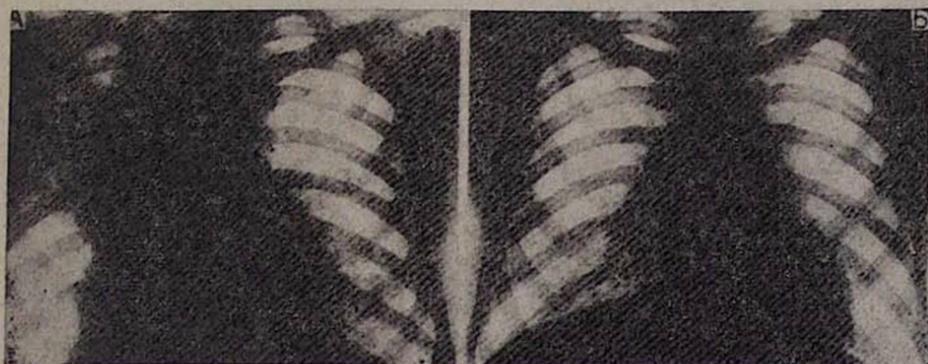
А. Рентгенограмма больного Е. Р. М. до лечения.
